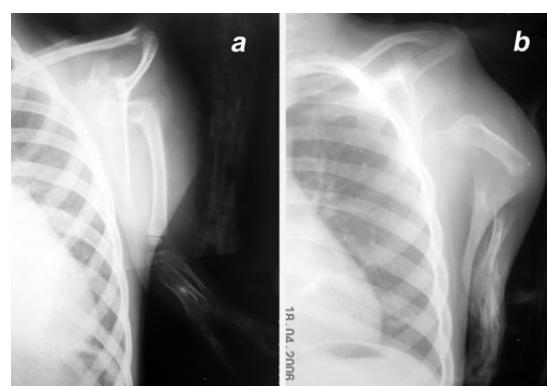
Рентгенограммы пациентов подгруппы В первой группы: отмечается наличие единого блокаrudimenta плечевой кости и единственной кости предплечья, положение кистей различное (а, б).
